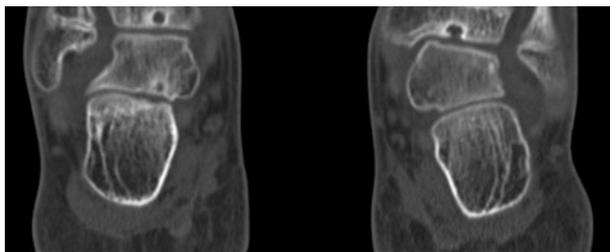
Analyse fine au CT scanner des atteintes talocrurale et sous-talienne (JIA).
